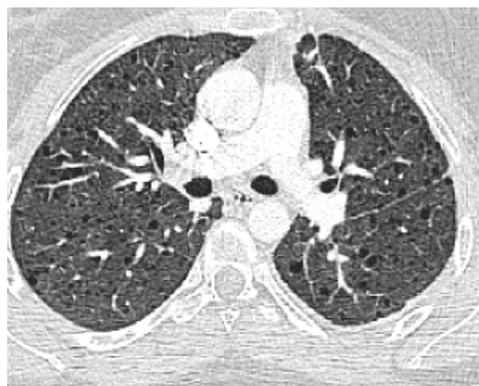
TC tórax con múltiples quistes pulmonares.
